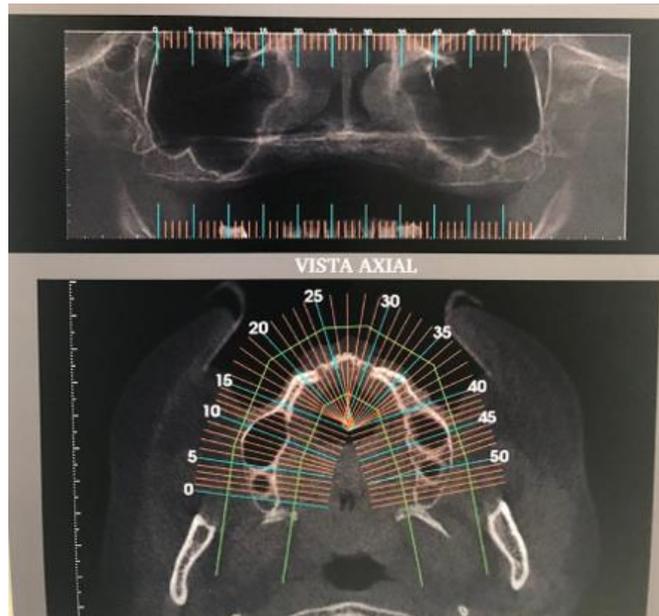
Foto Tomografia.
